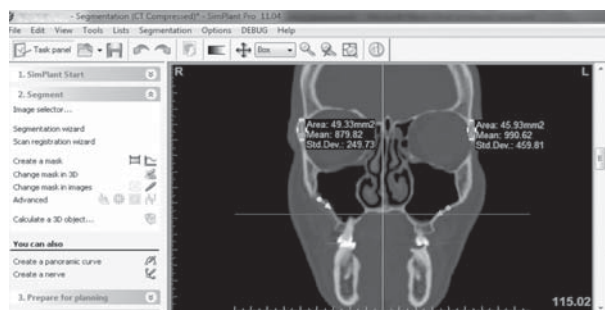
МСКТ хворого С., 30 років. Діагноз: травматичний перелом правої виличної кістки зі зміщенням (стан через 6 міс. після операції – репозиція, полімеростеосинтез ЕПУ–ГАП–ЛЕВ правого виличного комплексу)
